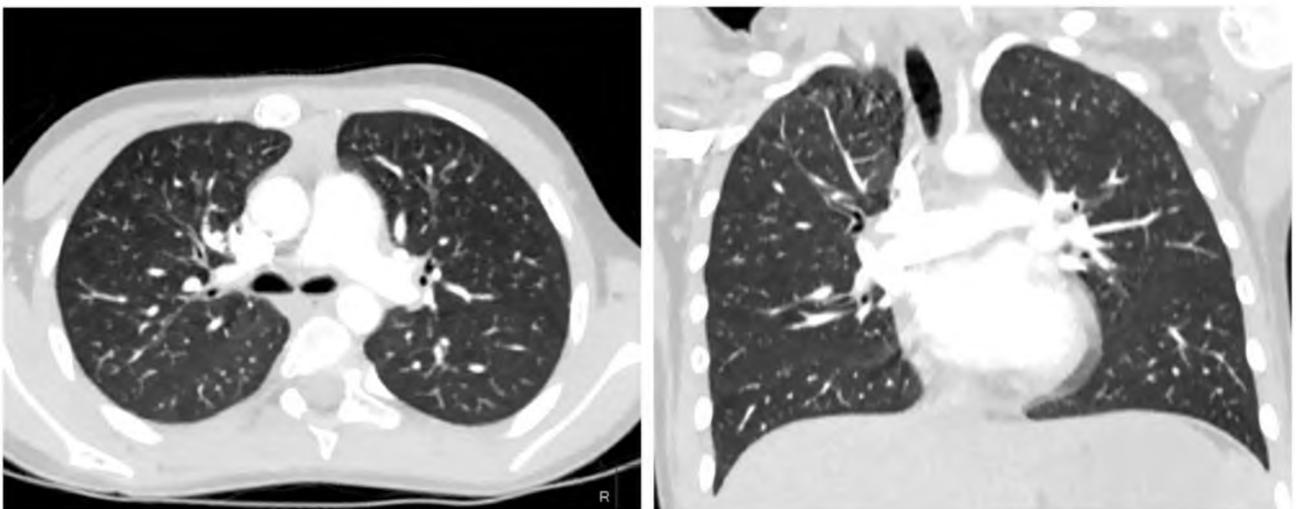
КТ-ангиография сердца, аксиальная и корональная плоскость, легочный режим через 4 недели
